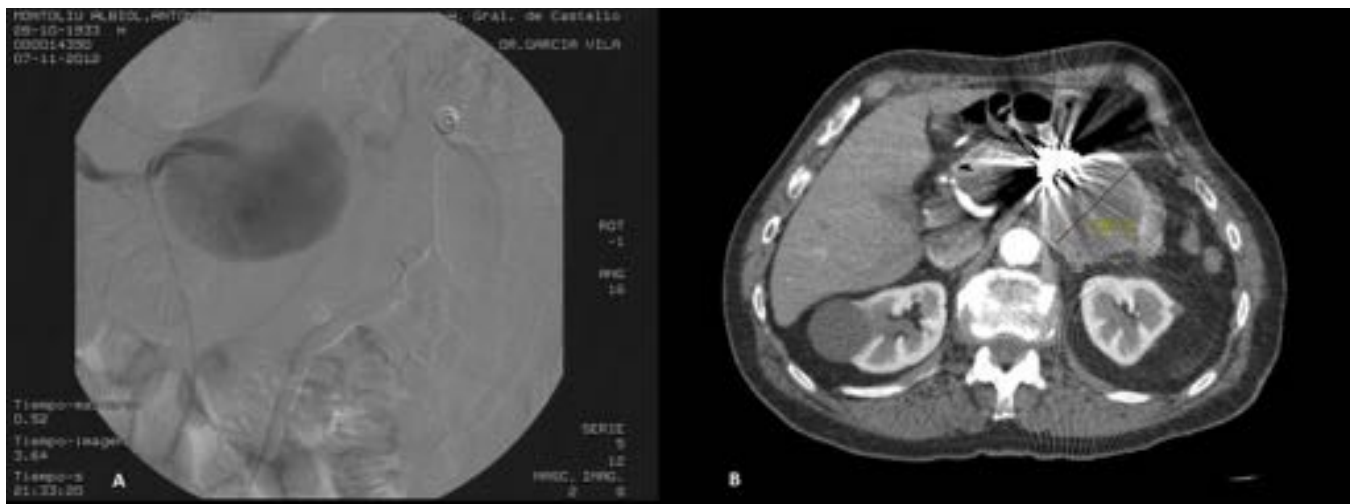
Fig. 9A: Angiografía electiva de arteria esplénica que muestra aneurisma gigante, de casi 6 cm, de arteria esplénica a expensas de su tercio proximal. Fig. 9B: Angiografía-TC realizada un año después tras el tratamiento, el cuál se realizó mediante la técnica de “sándwich”, que muestra una trombosis completa del aneurisma.
